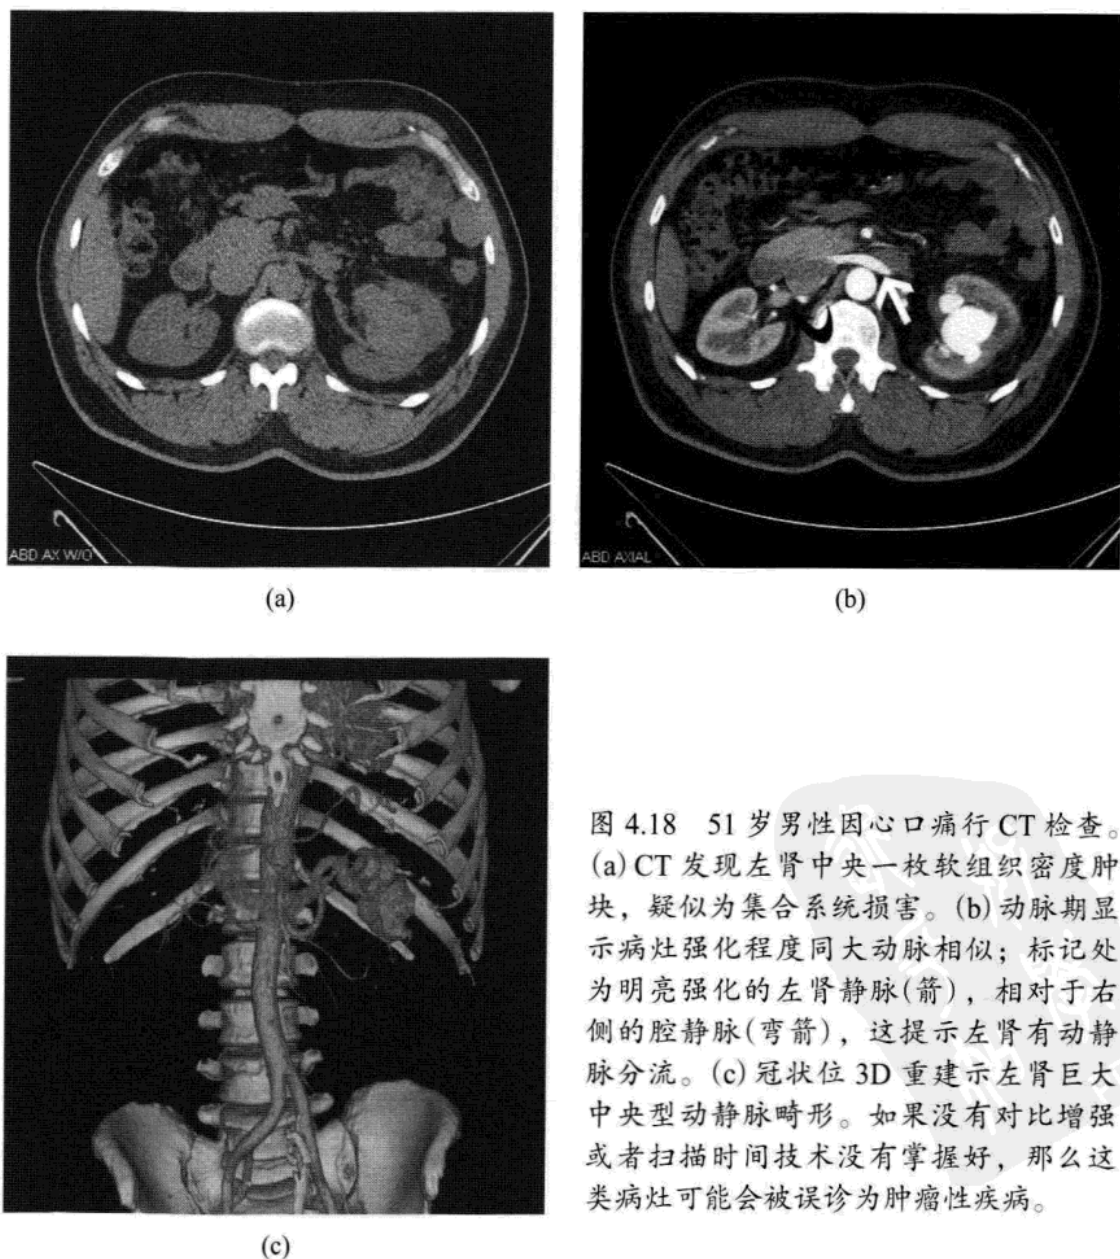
51 岁男性因胸口痛行 CT 检查。(a) CT 发现左肾中央一枚软组织密度肿块，疑似为集合系统损害。(b) 动脉期显示病灶强化程度同大动脉相似；标记处为明亮强化的左肾静脉(箭)，相对于右侧的腔静脉(弯箭)，这提示左肾有动静脉分流。(c) 冠状位 3D 重建示左肾巨大中央型动静脉畸形。如果没有对比增强或者扫描时间技术没有掌握好，那么这类病灶可能会被误诊为肿瘤性疾病。
